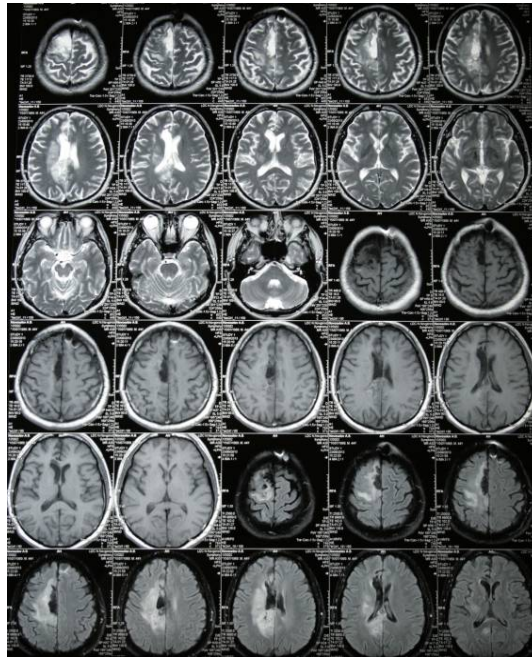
МРТ от 23.09.2013 г. По сравнению с МРТ от 21.01.13 выявляется положительная динамика в виде незначительного уменьшения размеров образования и отека
